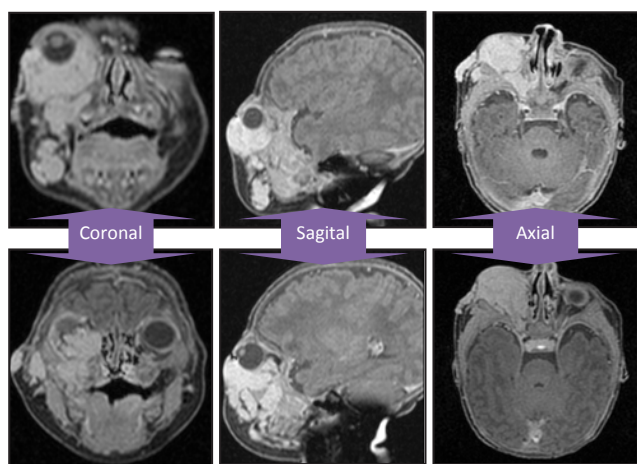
Gadolinium-enhanced T1-weighted SPGR craniofacial-orbital MRI, before treatment.
